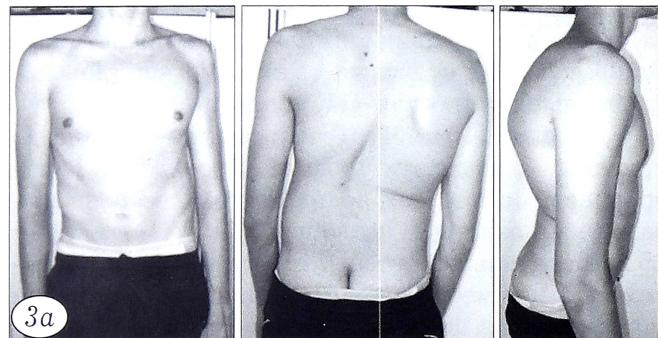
Внешний вид (а) и рентгенограммы (б) больного Н. 18 лет при поступлении.
